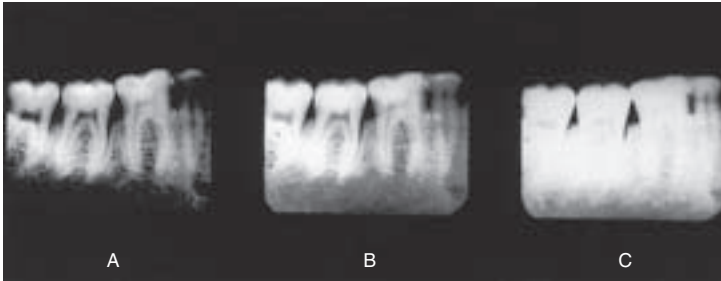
Radiografías de la misma zona con variaciones de contraste: la diferencia visual en las sombras negras, blancas y grises debido a la penetración del haz de rayos X. A Mayor exposición (sobrepene-tración). B Exposición normal. C Menor exposición (subpenetración).
